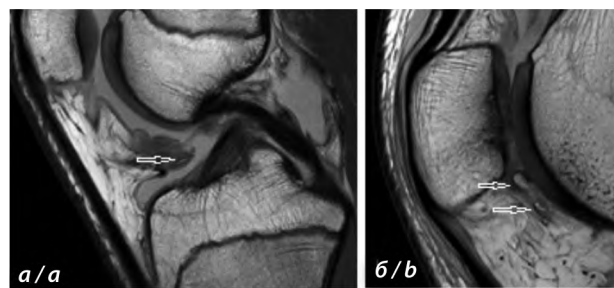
МРТ коленного сустава, сагиттальные срезы PDWI (а, б). Стрелки — свободные «старые» КХФ в полости коленного сустава.
